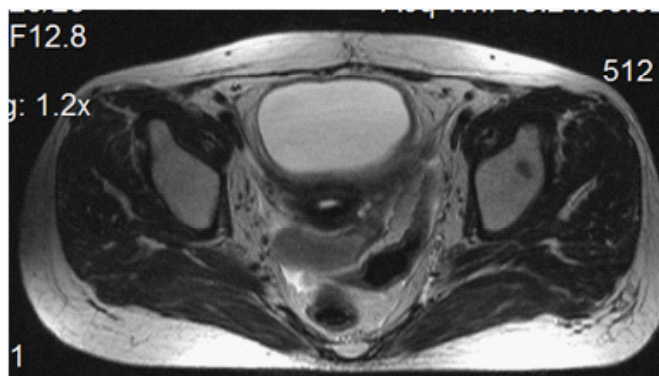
МРТ в Т2ВИ, аксиальная и сагиттальная проекции. Шейка матки в норме. Цервикальный канал имеет гиперинтенсивный сигнал (стрелка), строма, окружающая цервикальный канал, имеет гипоинтенсивный сигнал
